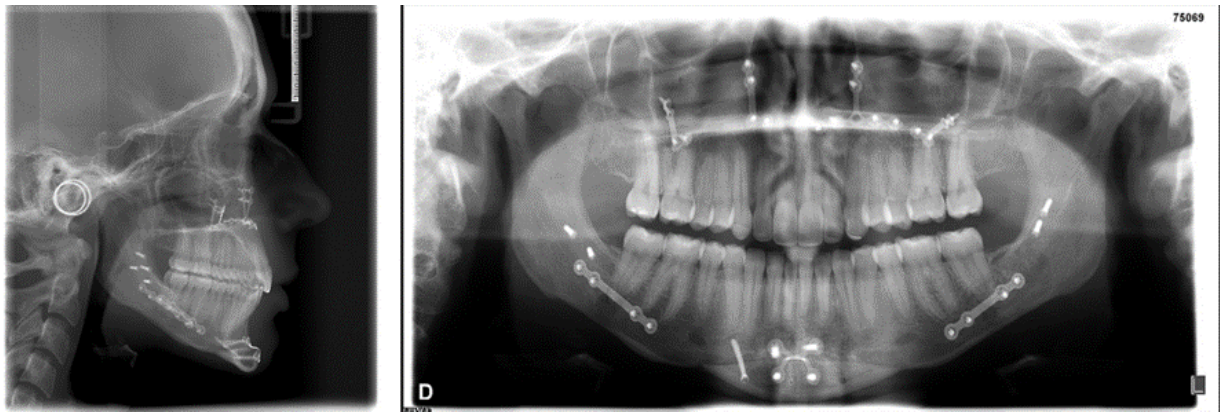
Radiografia cefalométrica de Perfil e Panorâmica dos maxilares finais.
